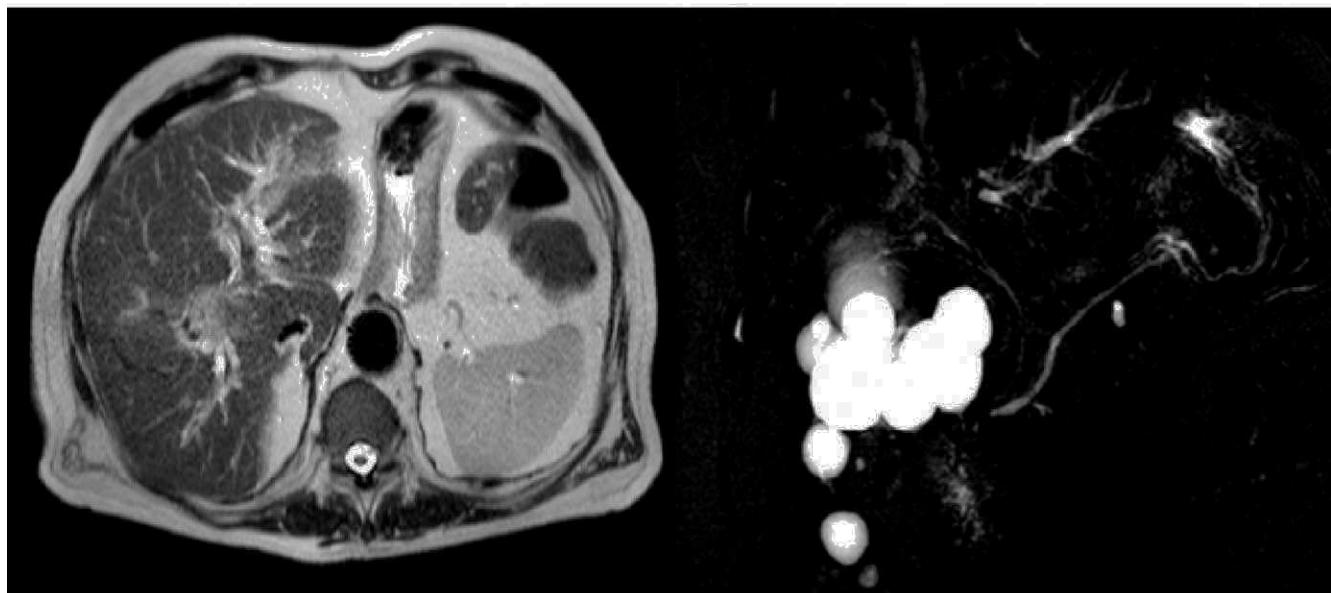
Imagen axial potenciada en T2 SSFSE con Halfourier y secuencia, a la derecha, de colangiografía por resonancia en T2SSFSE con TR largo y supresión de grasa para visualizar los líquidos en reposo.
